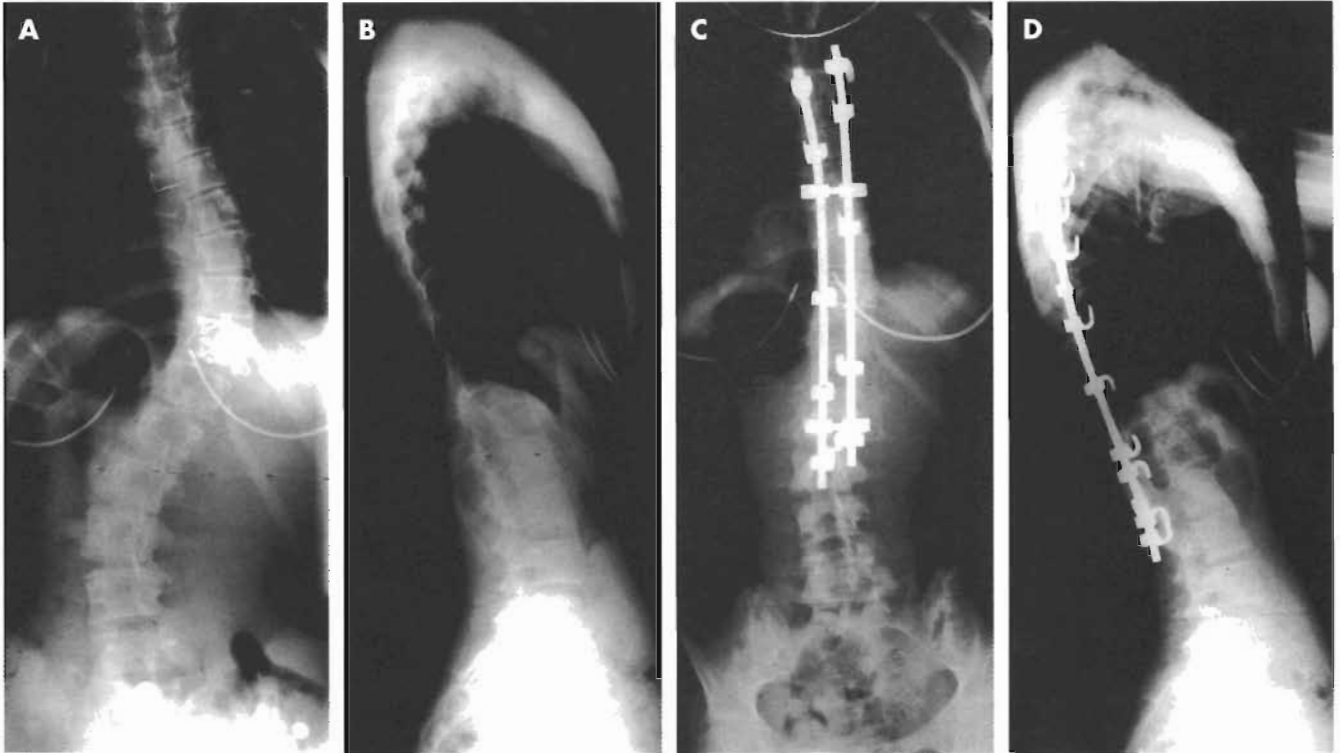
Radiografías AP (A) y lateral (B) preoperatorias de una escoliosis torácica derecha. Radiografías AP (C) y lateral (D) postoperatorias, tras corregir la deformidad con un montaje posterior de múltiples ganchos basados en los principios de Cotrel y Dubouset. Nótese que la deformidad en el plano coronal se ha corregido, lográndose mantener la apropiada alineación en el plano sagital.
